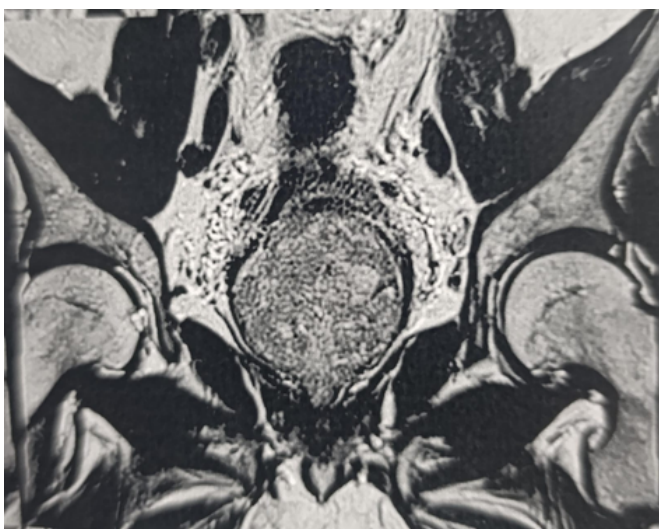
Resonancia magnética de pelvis con contraste
